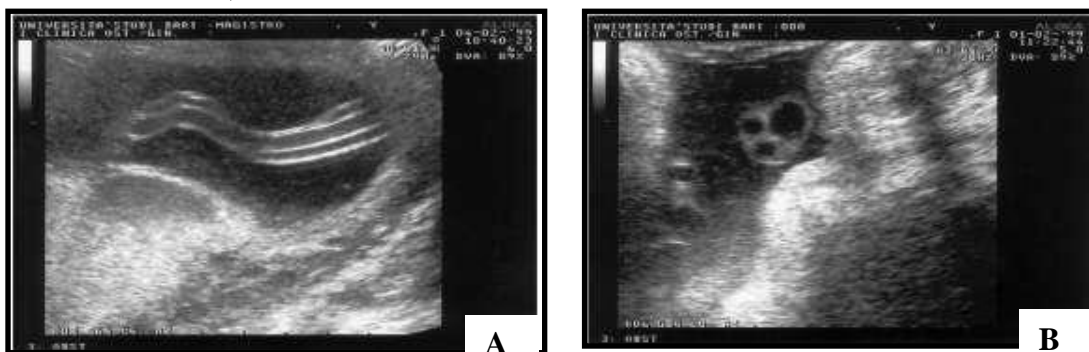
A – Ultrasonografia com visão longitudinal do cordão umbilical; B – Ultrasonografia com visão da secção transversal do cordão umbilical (Di Naro *et al.*, 2001).
